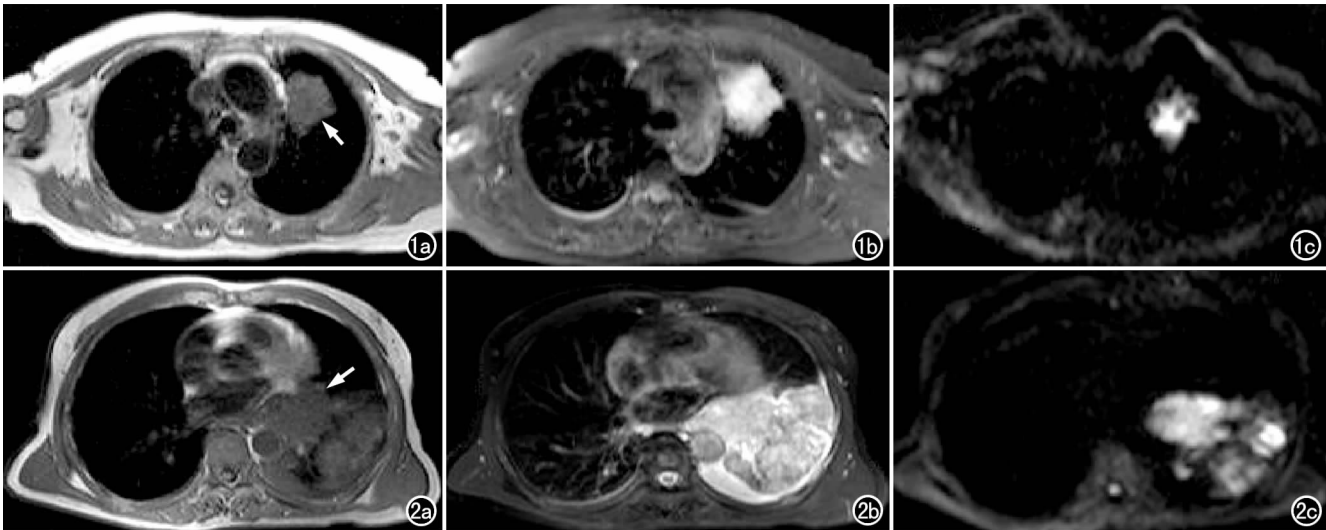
左上肺周围型肺腺癌(箭)。a) T₁WI 示病灶呈分叶状等信号(箭); b) T₂WI-SPIR 示病灶呈高信号; c) DWI 示病灶呈不均匀高信号。图 2 左侧中央型小细胞型肺癌。a) T₁WI 示左肺门区及左下肺不规则肿块影呈等信号(箭); b) T₂WI-SPIR 示病灶呈高信号; c) DWI 示病灶呈不均匀高信号。
